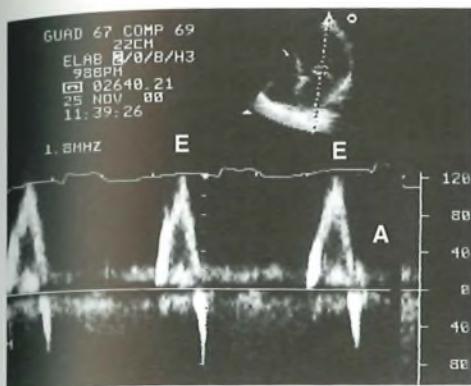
Cardiopatia dilatativa con aspetto Doppler di tipo restrittivo: aspetto Doppler diastolico di tipo restrittivo con un'unica onda diastolica (E) con quasi totale scomparsa dell'onda A.
